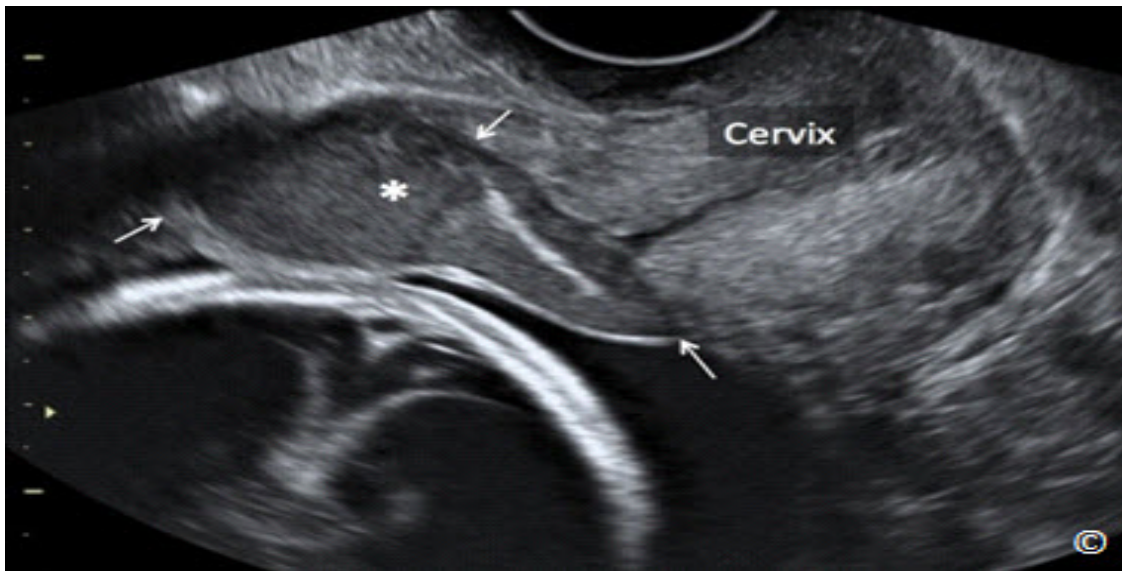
Ecografía transvaginal en un embarazo con un desprendimiento de la placenta. Obsérvese la presencia de un coágulo de sangre (asterisco y flechas) detrás de las membranas y en frente al cérvix (etiquetado). Entienda que en muchas ocasiones el ultrasonido puede fallar los casos con desprendimiento de la placenta - véase el texto para más detalles.
